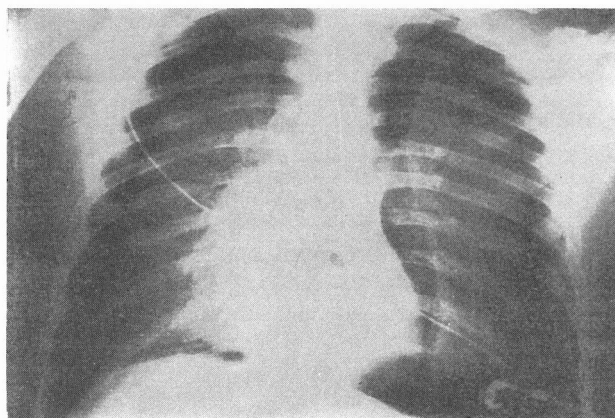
Teleradiografia anteroposterior do tórax revelando pneumotórax bilateral.
